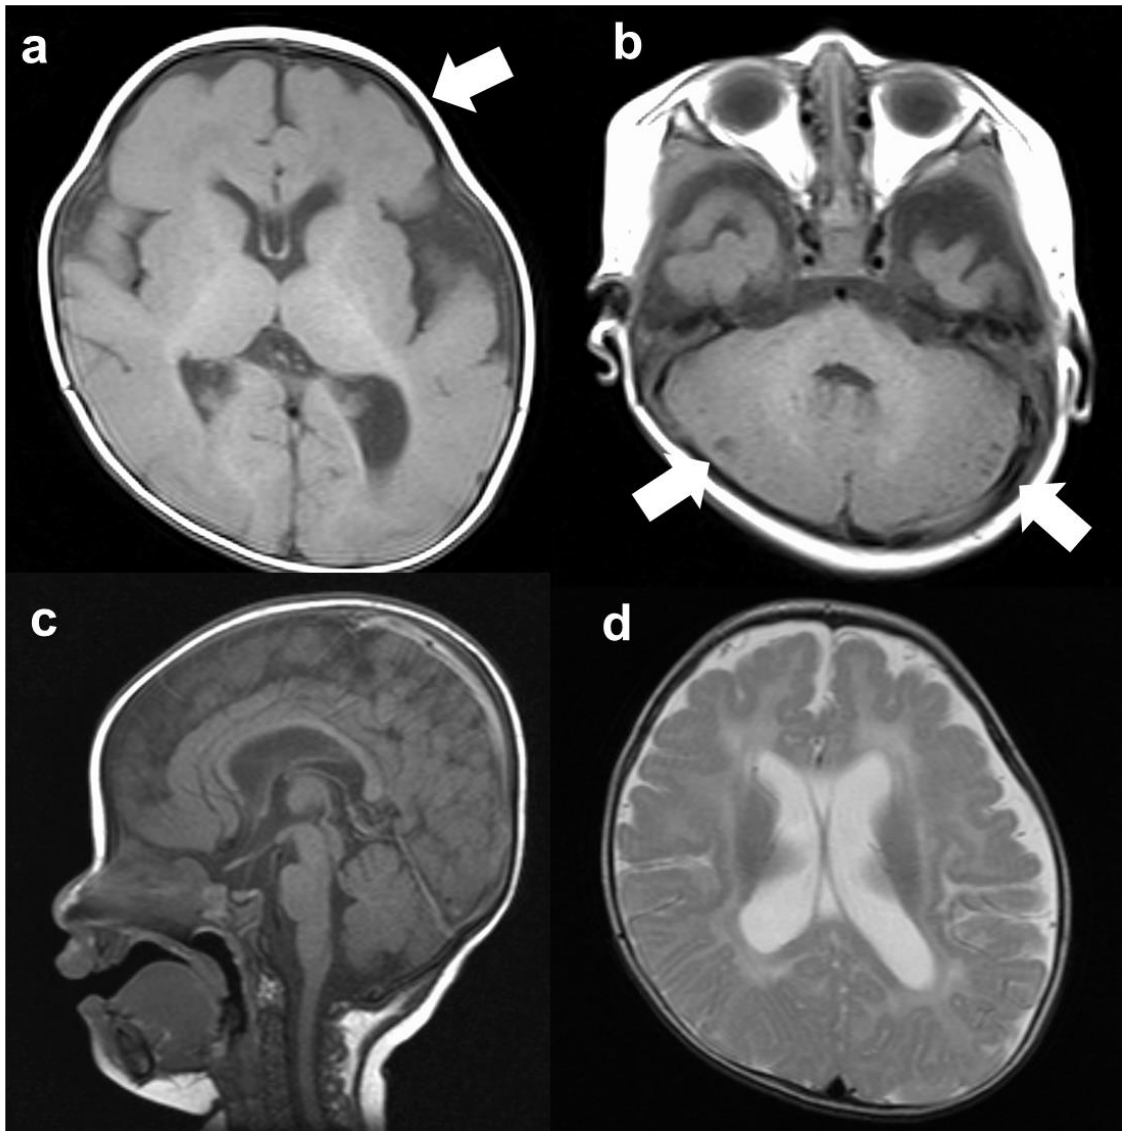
福山型先天性筋ジストロフィー 6 か月女児の脳 MRI 画像.
